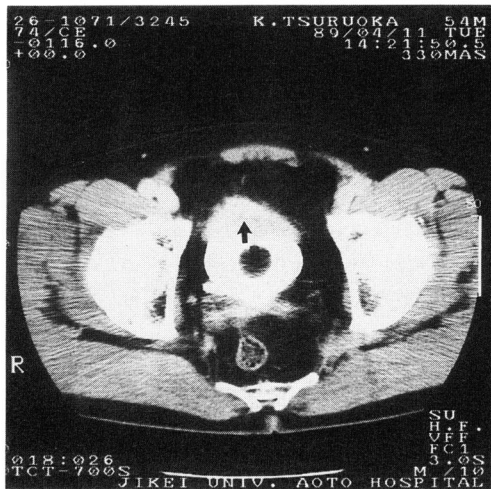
Low abdominal CT of case 9, showing tumor at the dome of the bladder.
